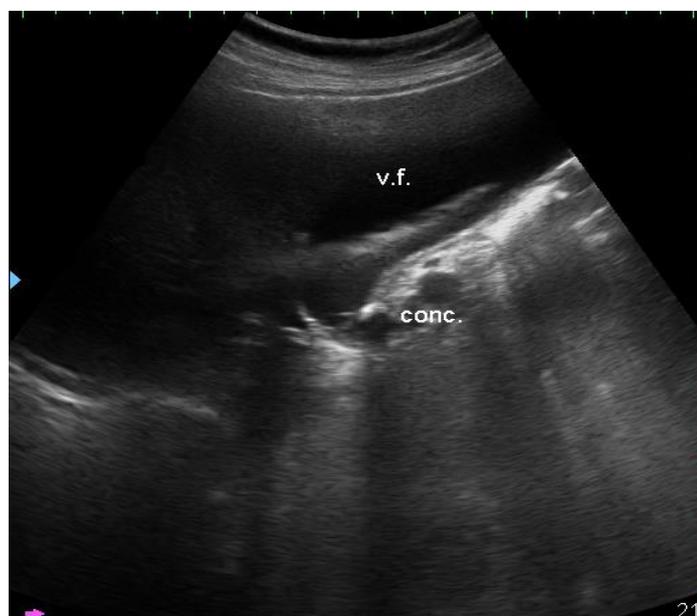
УЗИ. ЖКБ. Острый гангренозный холецистит.
